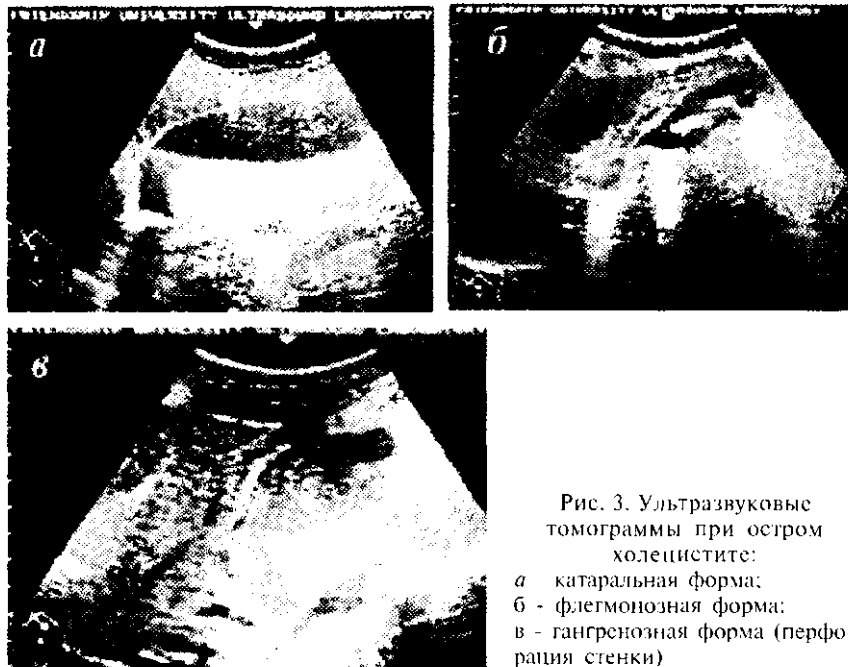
Ультразвуковые томограммы при остром холецистите:
